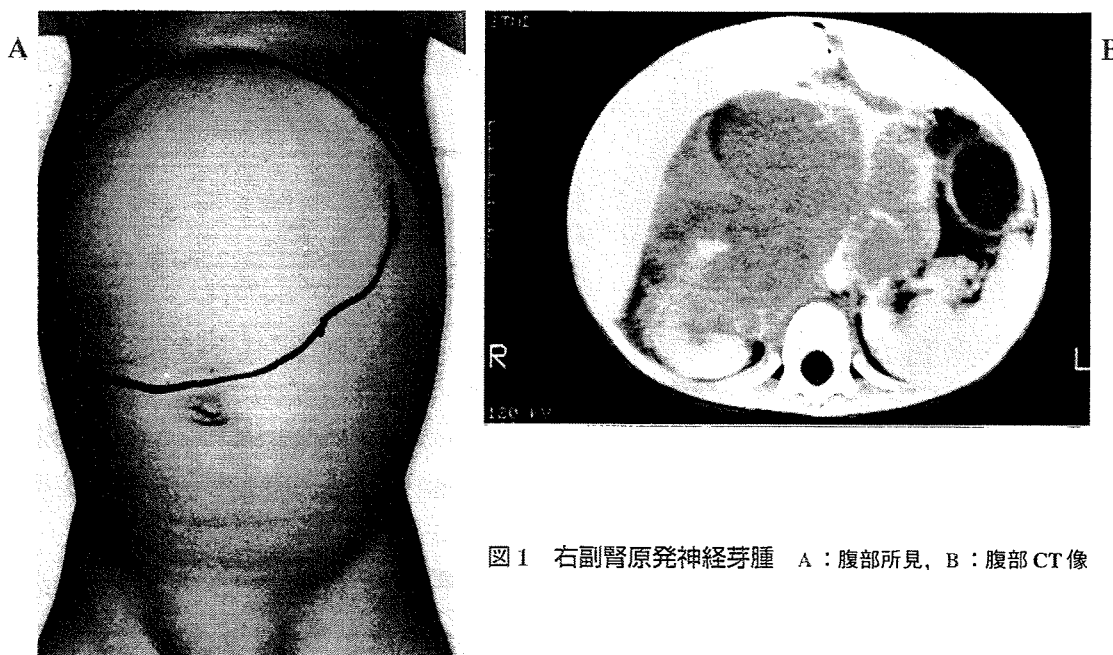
右副腎原発神経芽腫 A: 腹部所見, B: 腹部CT像
